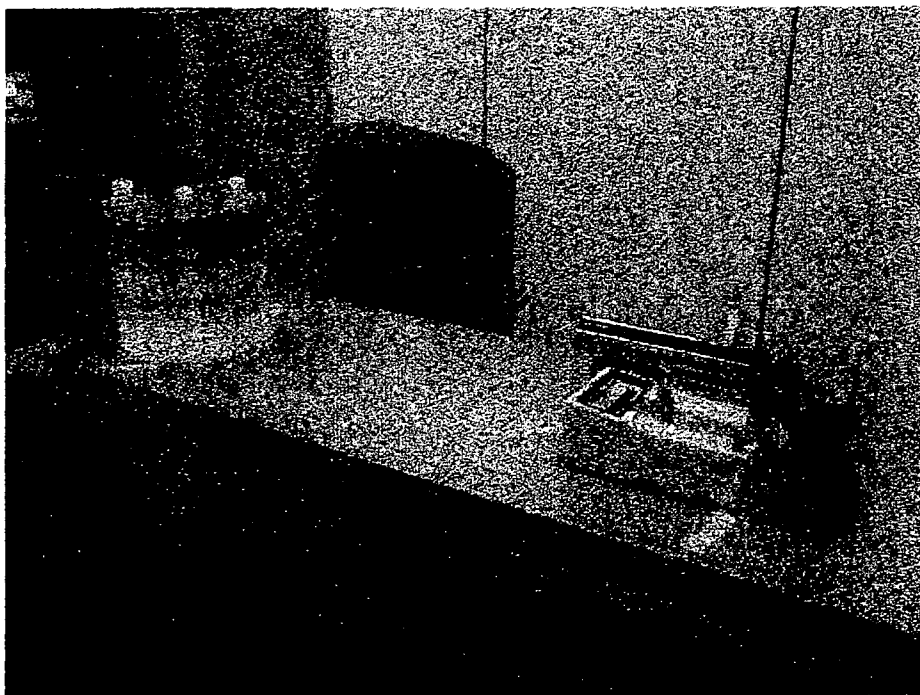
SPECT ファントムとサーベイメータによる測定
